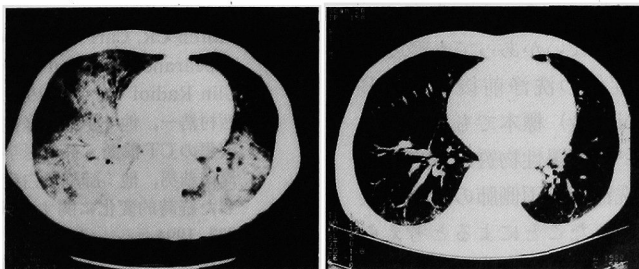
入院時 (左) および右肺洗浄後 (右) の胸部CT写真
